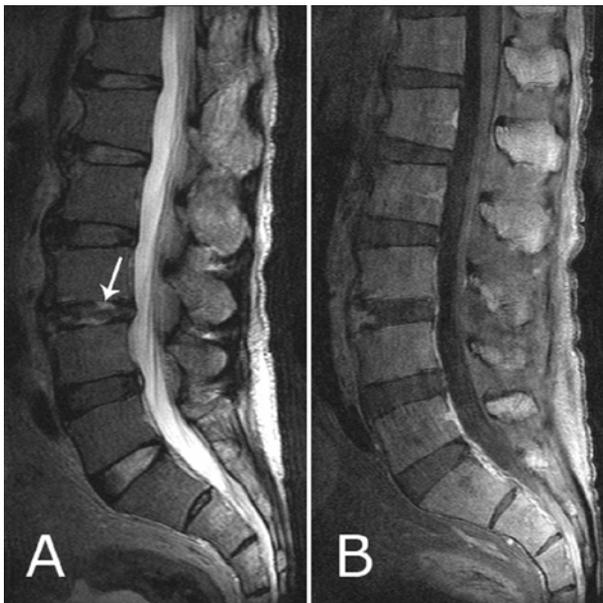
MR imaging of pyogenic spondylodiscitis at admission. A) Sagittal T2-weighted image shows an increased signal intensity of intervertebral disc in L3-4 (arrow). B) Sagittal enhanced T1-weighted image shows focal enhancement of the disc with partial annular tear of L3-4.
